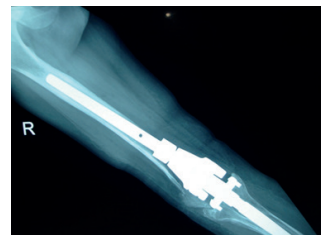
Radiografia sectorului coapsă-gambă care denotă osteoliză în jurul protezei, osteoporoză regională și instabilitatea protezei prin tasarea structurilor osoase.
